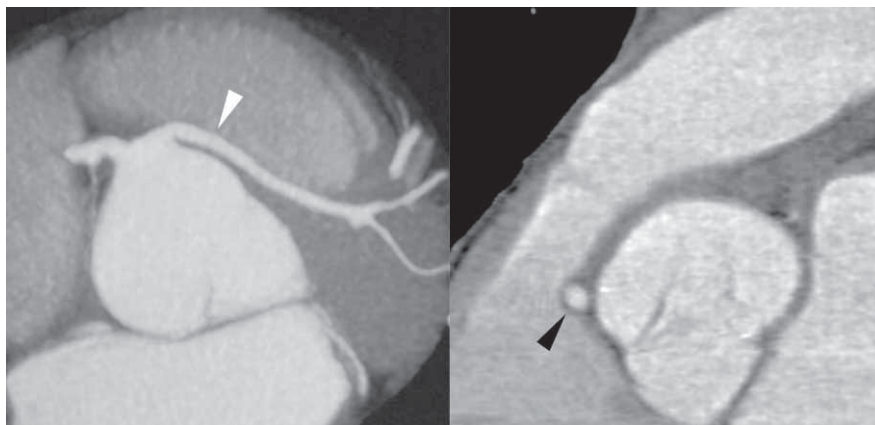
Tronc commun avec trajet rétropulmonaire. Images TDM (reconstruction 3D) d'un tronc commun connecté dans le sinus droit avec un trajet rétropulmonaire. À noter un passage devant le sinus droit (tête de flèche blanche) puis derrière l'infundibulum pulmonaire (tête de flèche noire).
